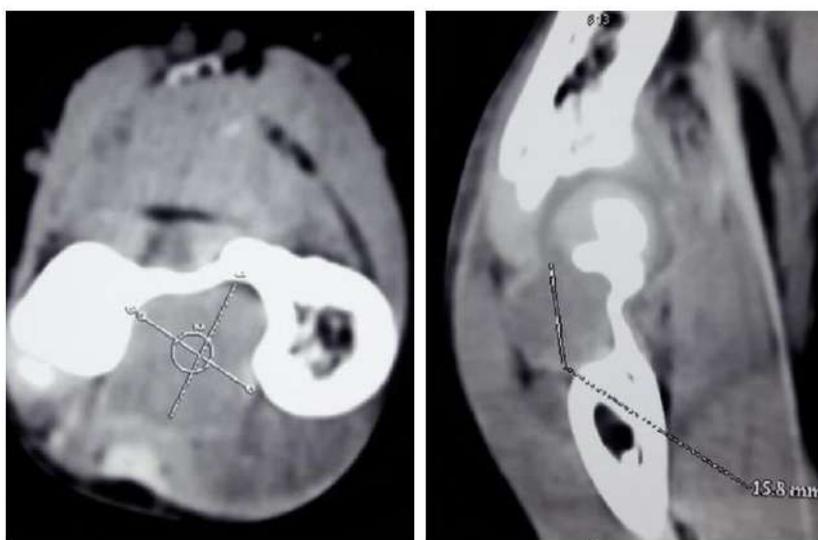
Компьютерная томография локтевого сустава. Мягкотканый компонент в локтевой ямке, костная ткань интактна
